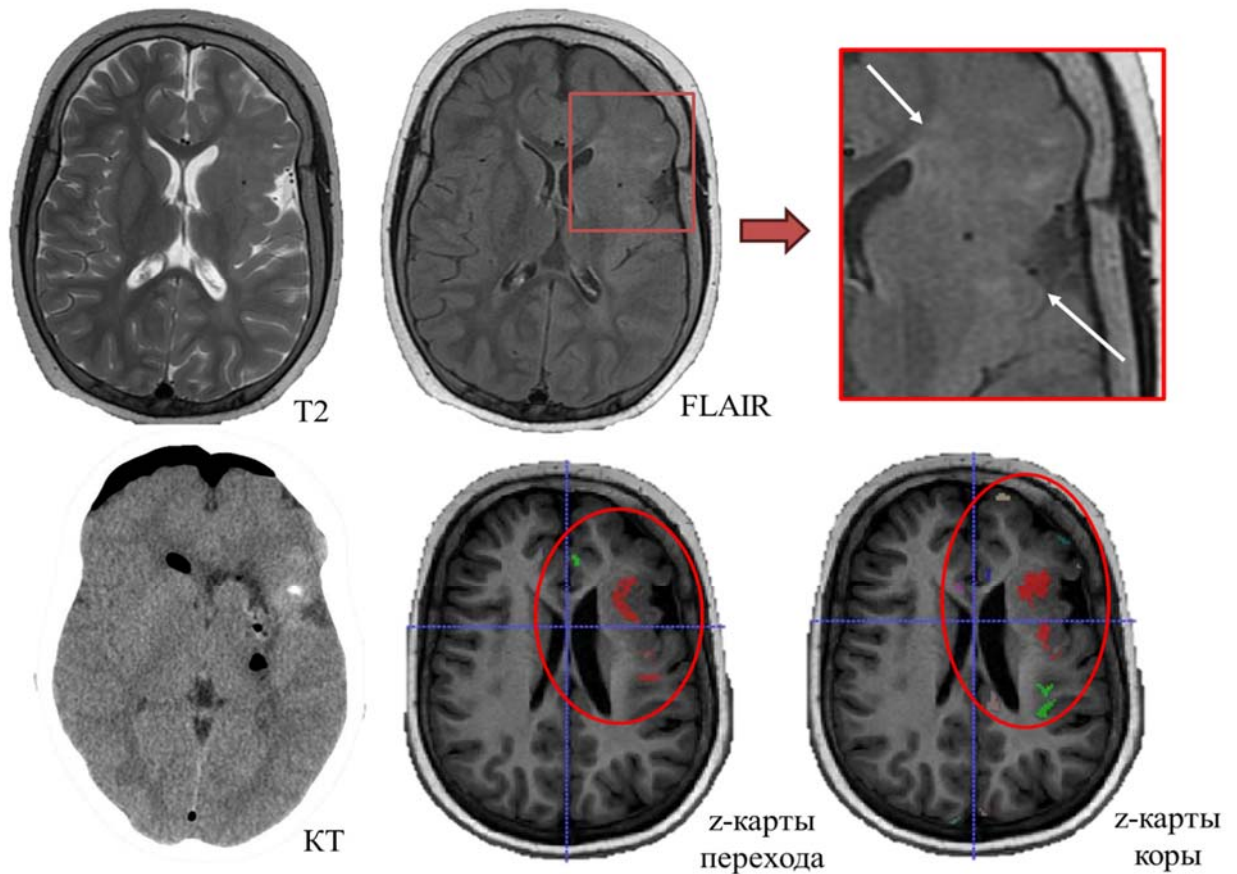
МРТ и КТ-исследования пациента с ФКД I типа левой лобно-островковой области. На МРТ изображениях отмечается зона нарушения перехода серого и белого вещества в левой лобно-островковой области (красный квадрат). z-карты толщины коры и нарушения границы перехода серого и белого вещества демонстрируют множественные аномально яркие зоны (красный круг), совпадающие с данными МРТ-исследования
